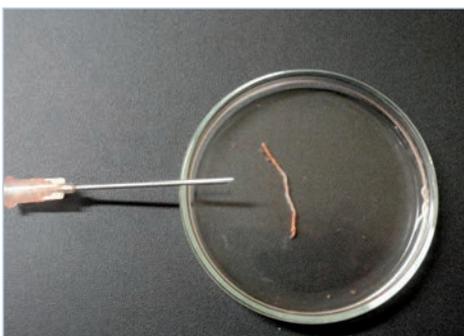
Zum Vergleich: deutlich dickerer Gewebezylinder, gewonnen durch sonographisch gestützte perkutane Biopsie (18 G-Nadel Biopince®, Pflugbeil; eigene Aufnahme).
